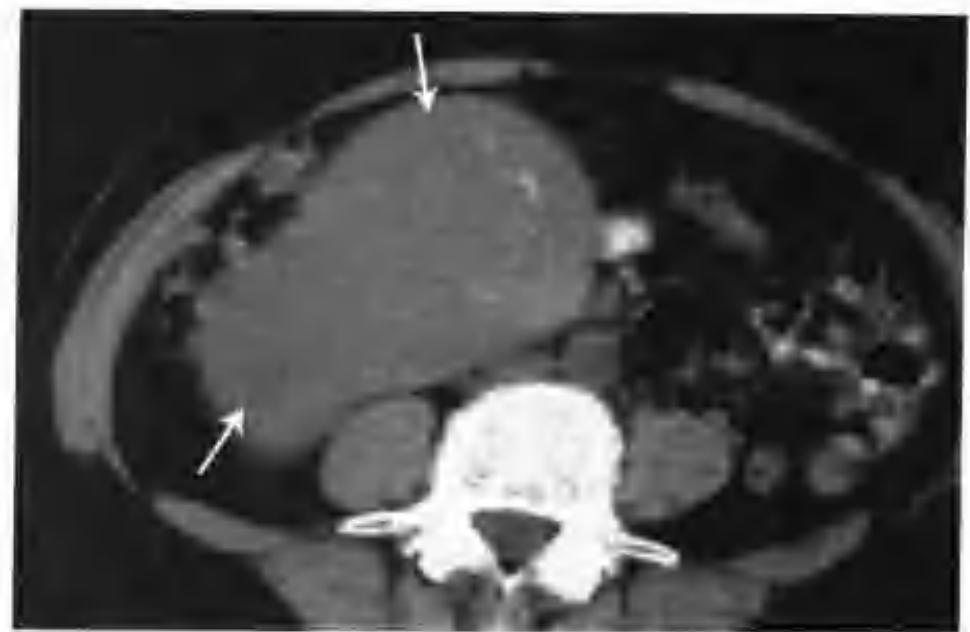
右肾透明细胞癌 (CT 平扫右肾见一葫芦状巨大肿物, 以等密度为主, 内见钙化斑 (箭头))
